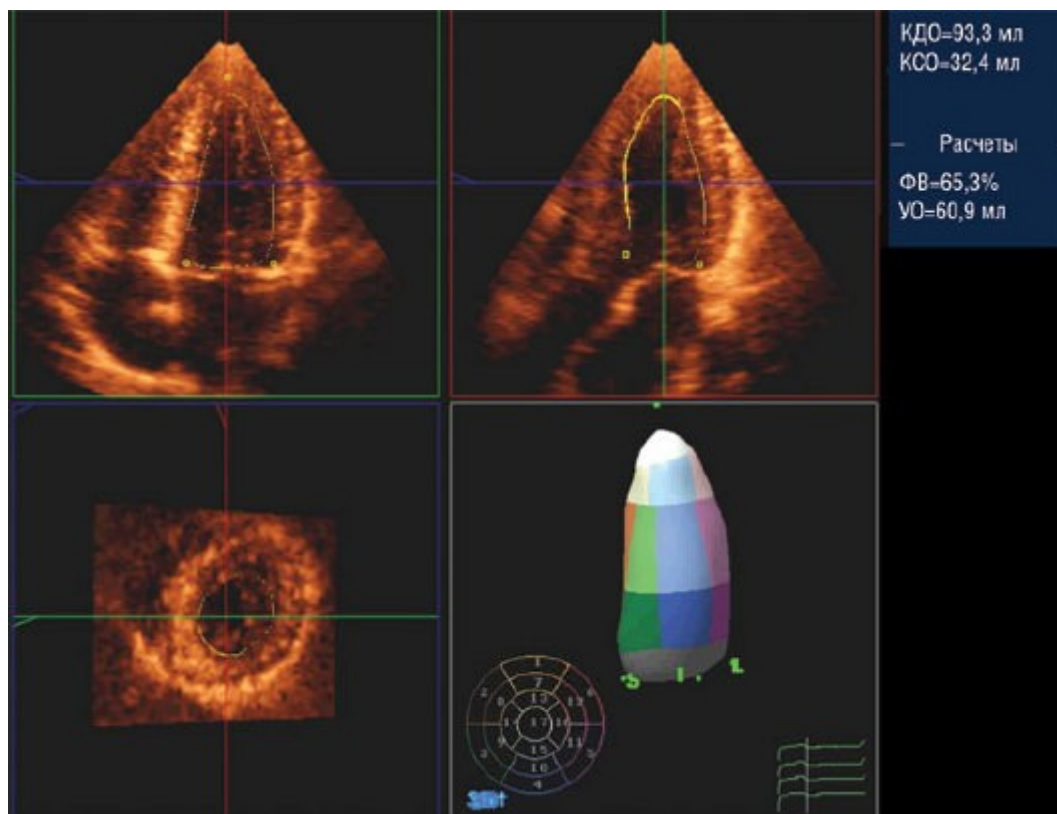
Расчет объема ЛЖ при 3D-эхокардиографии. Отображаются три сечения одного и того же объемного изображения с автоматическим определением границы эндокарда во время всего сердечного цикла. При минимальном участии пользователя точно рассчитываются КСО и КДО, ФВ и УО на основе полного объемного изображения, без любых геометрических допущений. По часовой стрелке - вершечное четырехкамерное сечение, вершечное продольное сечение и сечение ЛЖ по короткой оси; в правом нижнем углу - реконструированная модель полости ЛЖ.
